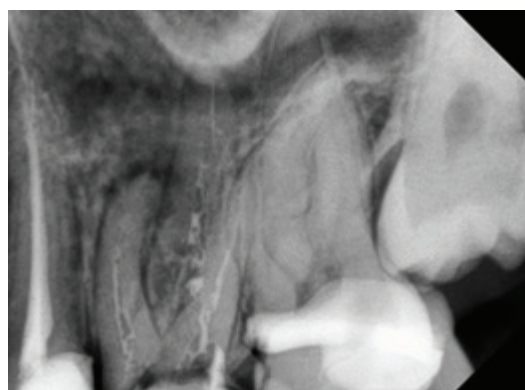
Рентгенологический снимок 2.6 зуба до лечения
